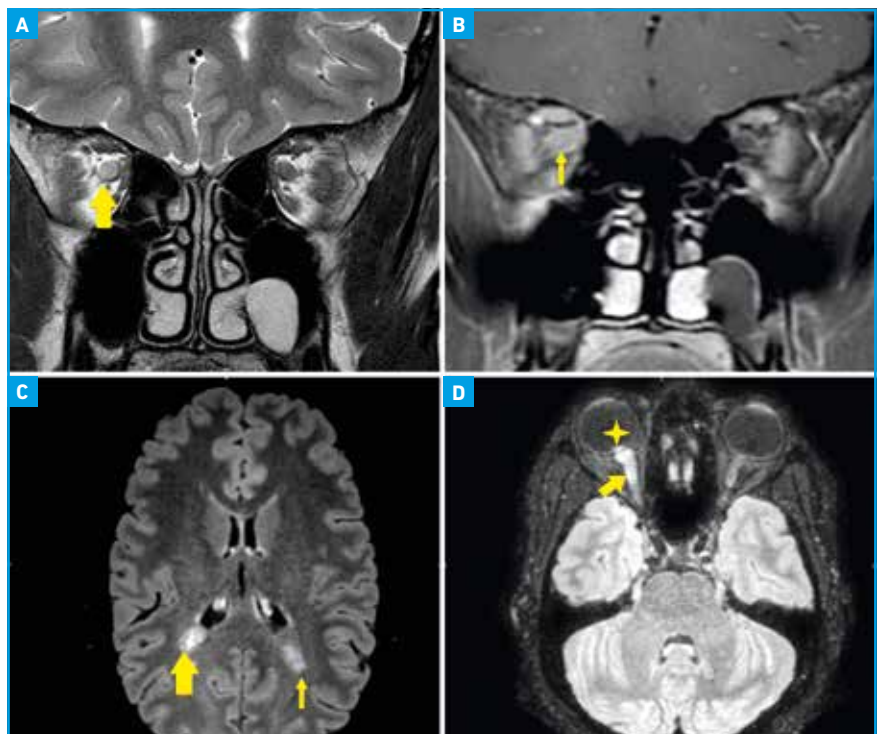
Hypersignal T2 du nerf optique droit. B : coupe coronale T1 avec gadolinium, suppression de graisse et rehaussement intense du nerf optique droit. C : séquence FLAIR, cette NORB révèle une sclérose en plaques avec plaques de démyélinisation périventriculaires. D : FLAIR, hypersignal du nerf optique droit et saillie papillaire en hypersignal, œdème papillaire associé à une NORB aiguë.
